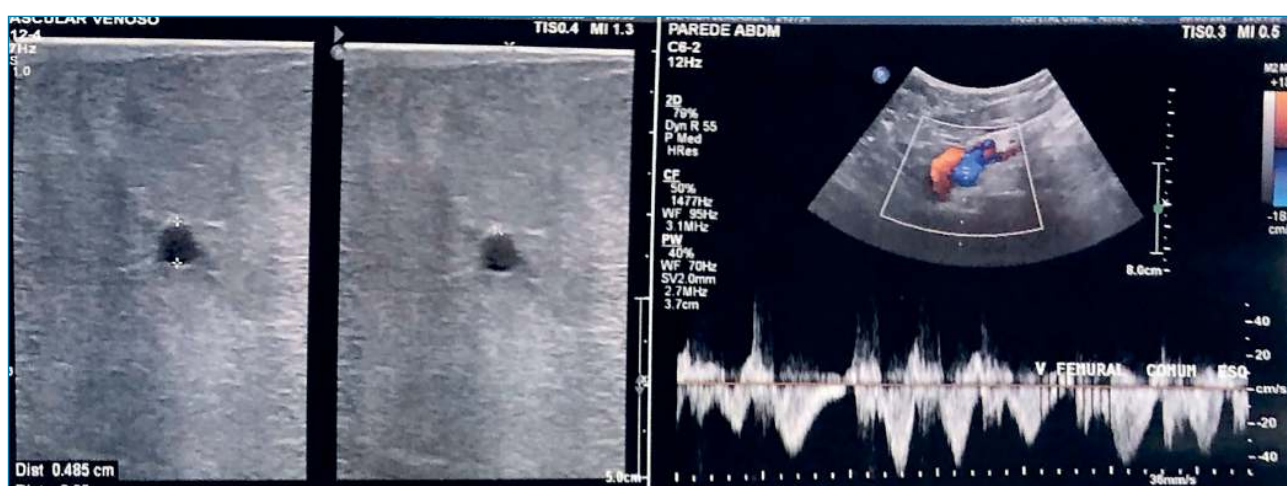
Ecodoppler colorido venoso de membros inferiores evidencia sistema venoso profundo pérvio e competente; sistema venoso superficial pérvio, veia perforante insuficiente à esquerda a 16 cm da região plantar e refluxo segmentar em safenas magnas sem dilatação. Nota-se tecido adiposo exuberante.
